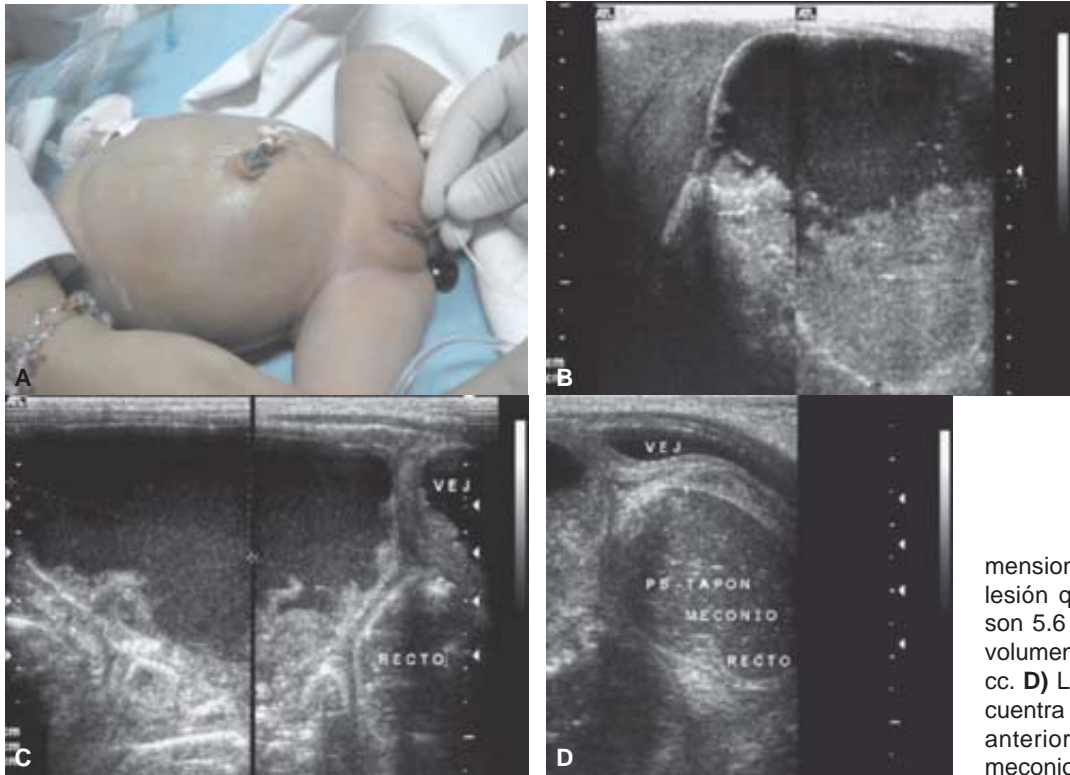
A) Paciente en Sala de Ultrasonido con salida de meconio posterior a la colocación de sonda rectal. B) Ultrasonido abdominal con lesión quística en íntimo contacto con el lóbulo hepático izquierdo de paredes delgadas que forma nivel líquido-líquido. C) Las dimensiones aproximadas de la lesión quística por ultrasonido son 5.6 x 3.7 x 6.2 cm con un volumen aproximado de 65.13 cc. D) La vejiga urinaria se encuentra desplazada en sentido anterior por el recto lleno de meconio (tapón meconial).
